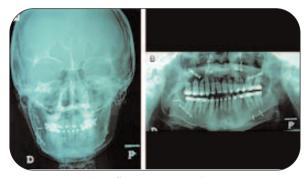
Radiografía postoperatoria A) postero-anterior B) ortopantomografía.
